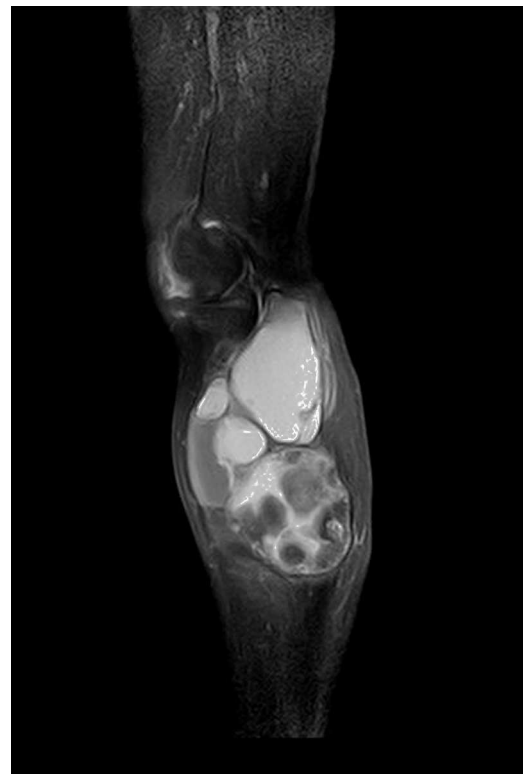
RM. Imagen sagital en T1 con saturación grasa. Se observa potenciación periférica pero comparado con la imagen precontraste no existe potenciación central significativa, lo que indica su naturaleza quística.
